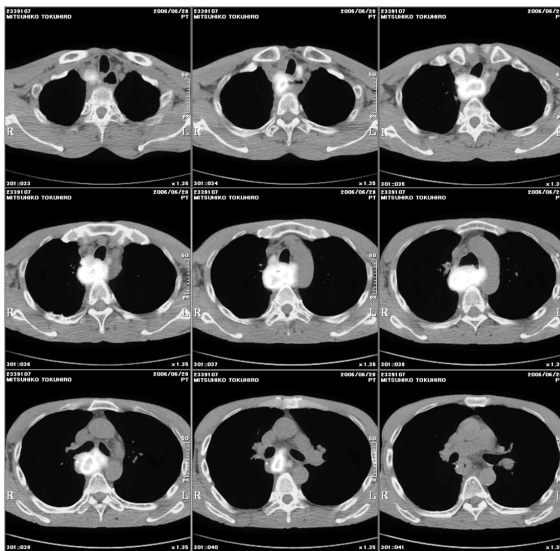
食道癌症例の治療前 PET-CT 像：局所再発の範囲が、より明確に把握可能であった。
